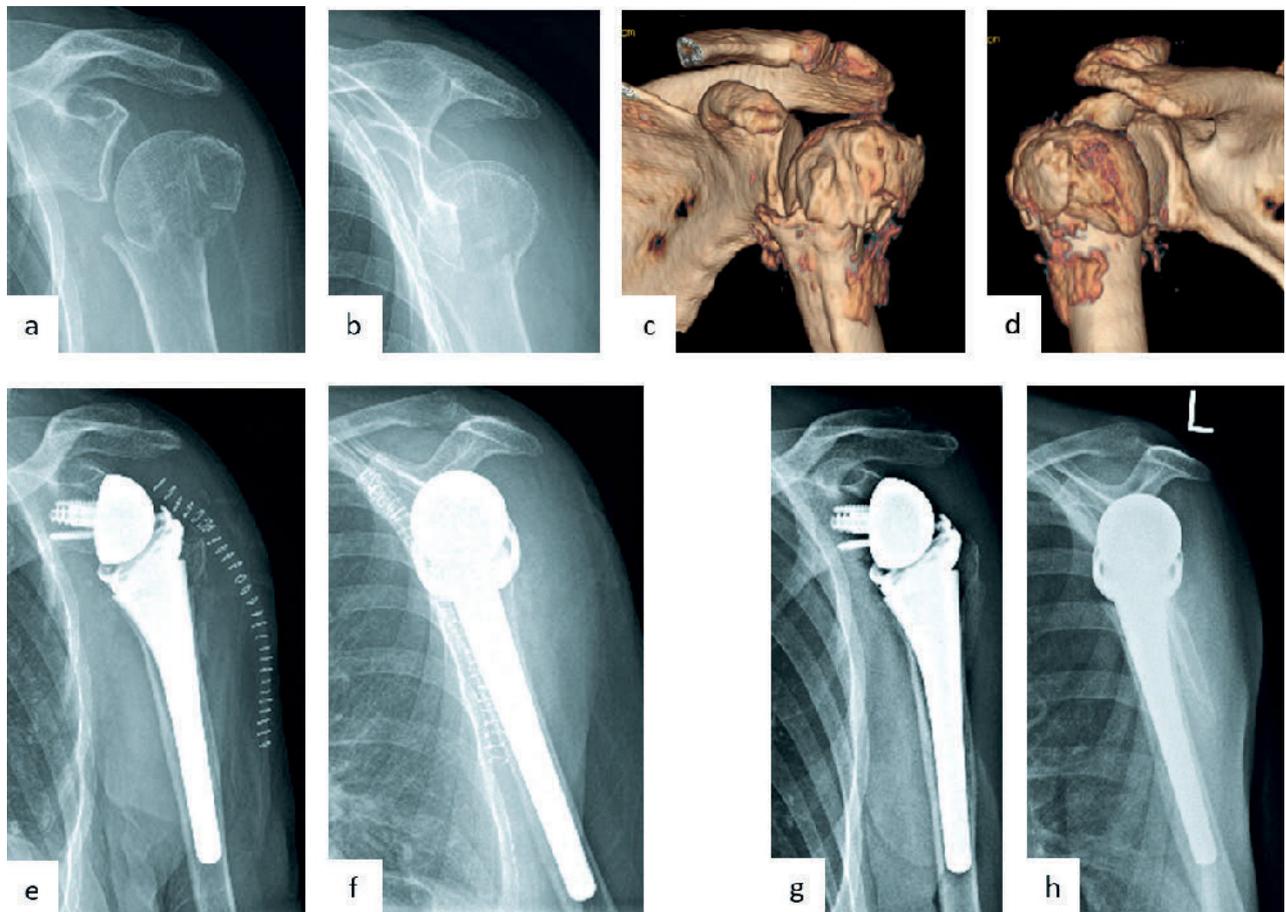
Valgisch distrahierte proximale 3-Part Humerusfraktur bei einer 85-jährigen weiblichen Patientin. a präoperative a.p.-Röntgenaufnahme; b präoperative axiale Röntgenaufnahme; c–d präoperatives 3D-CT; e–f postoperative a.p.- (e) und y-Aufnahme (f) nach Implantation einer zementfreien inversen Schulterprothese mit Refixation der Tubercula; g–h Röntgen-Verlaufskontrolle (a.p.- und y-Aufnahme) 6 Wochen postoperativ
